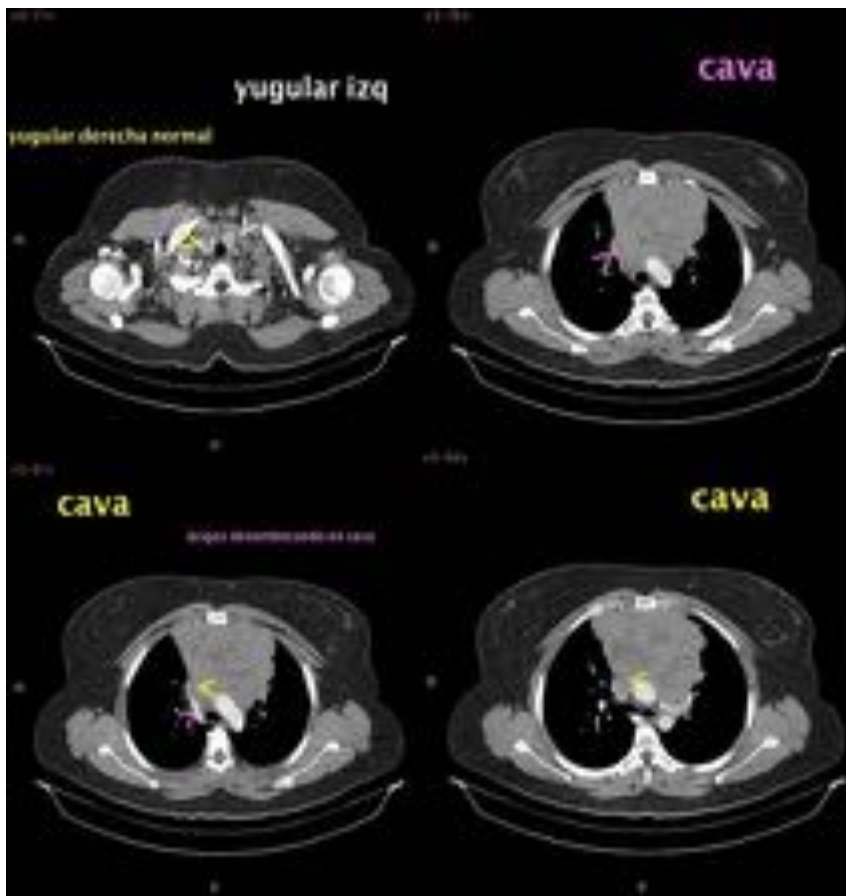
TC de tórax con contraste iv. Gran masa sólida mediastínica que invade estructuras vasculares y causa obstrucción completa por trombo intraluminal de la VCS. Trombosis extensa de vena yugular izquierda.
